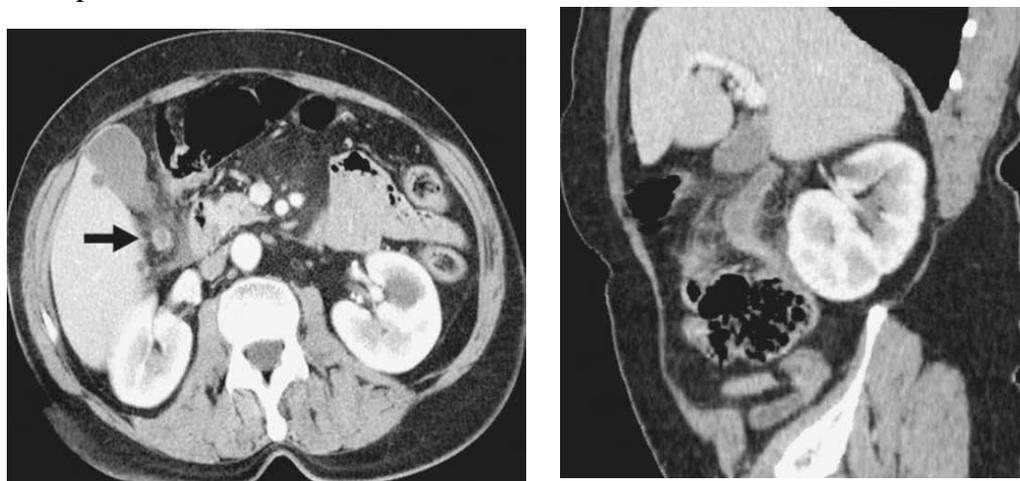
Cortes axial (a) y sagital (b) de TC realizadas con contraste intravenoso.
